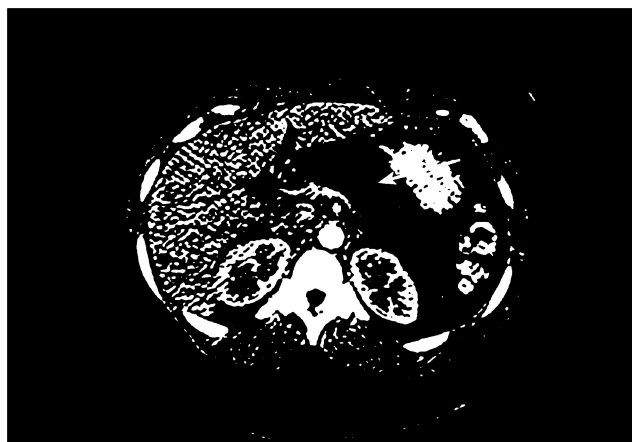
МРТ. Хронічний панкреатит
